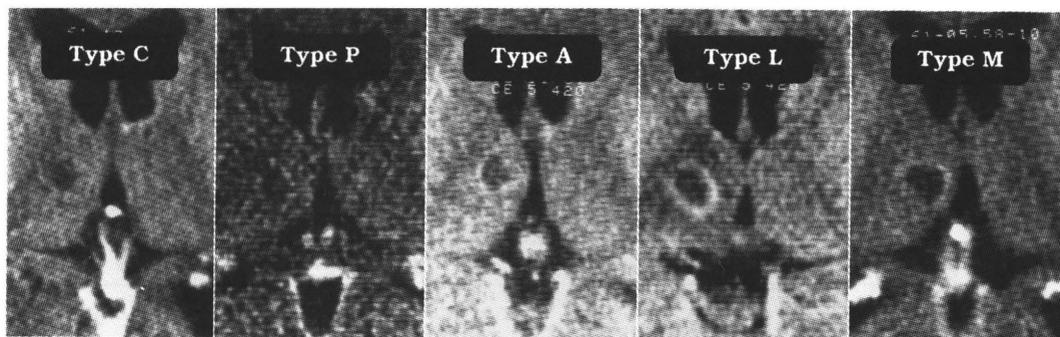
CT appearance of a thalamic lesion on Day 14 after VL thalamotomy.
